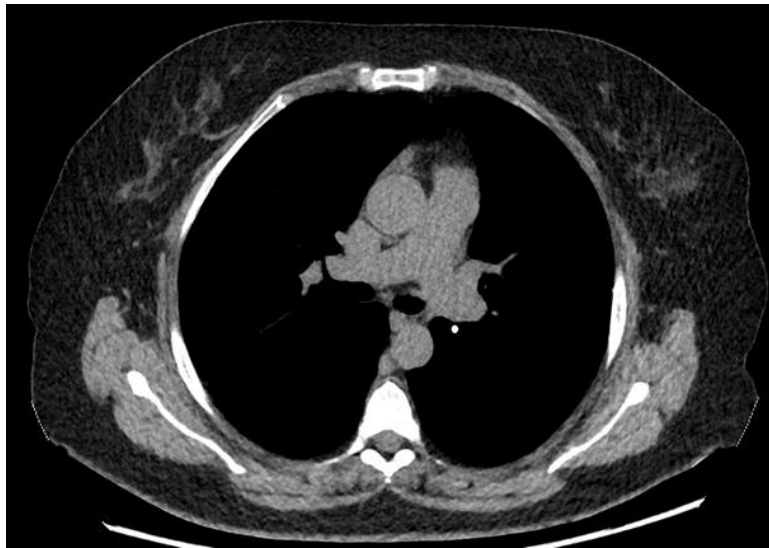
TC tórax en ventana para tejido blando con granuloma calcificado en segmento basal superior izquierdo.
